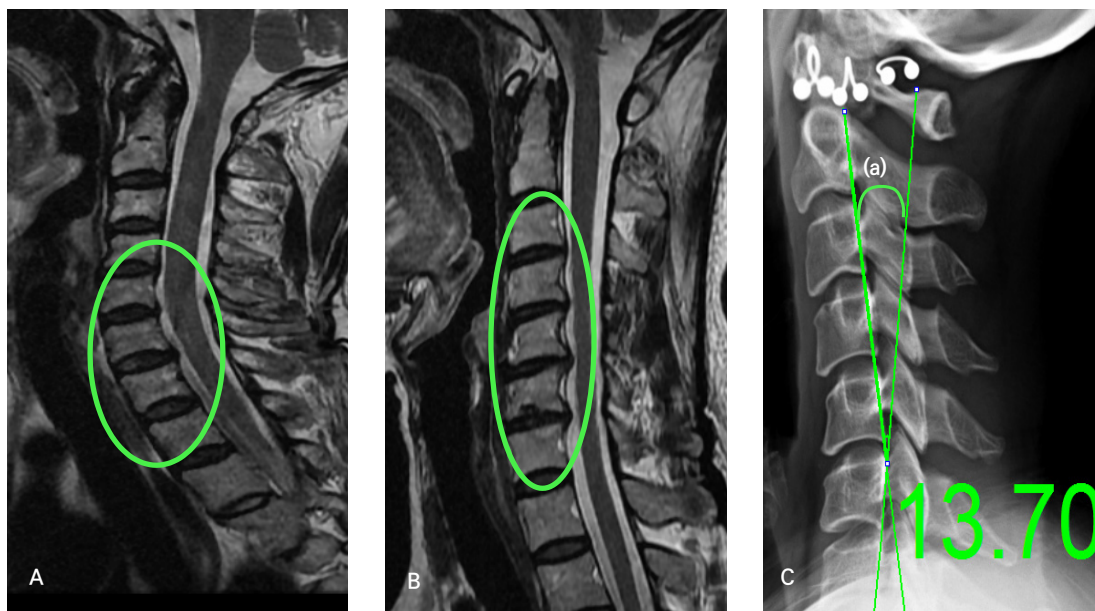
Cervical spine MRI. (A) Case 1. Cervical spine MRI T2-weighted sagittal image: reduced disc intensity visible from C4/5 through C6/7 levels. Posterior disc extrusion, resulting in mild central canal stenosis, noted from C4/5 through C6/7. (B) Case 2. Cervical spine MRI T2-weighted sagittal image: reduced disc intensity visible from C3/4 through C6/7 levels. Posterior disc extrusion, resulting in mild central and right/left foraminal stenosis, noted at C3/4 through C6/7. (C) Case 3. Lateral projection of a cervical spine radiograph. The lines indicate the posterior tangent measurement technique for cervical lordosis. Tangent lines at the posterior vertebral body margins of C2 and C7. The value (a) is in the angle formed by the intersection of the lines²⁰. A clinically normal range for cervical lordosis is 31° to 40°, whereas a range for hypolordotic cervical curves is <21°²¹. MRI: magnetic resonance imaging.
